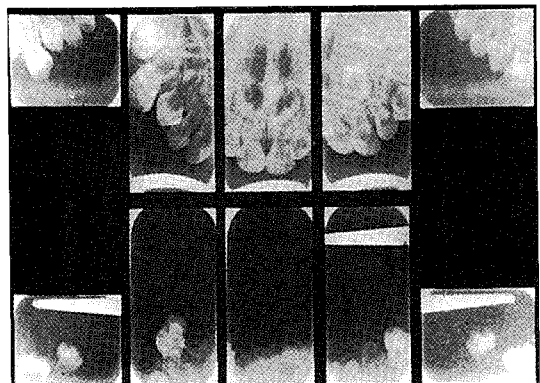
Full mouth periapical dentition radiographic view
